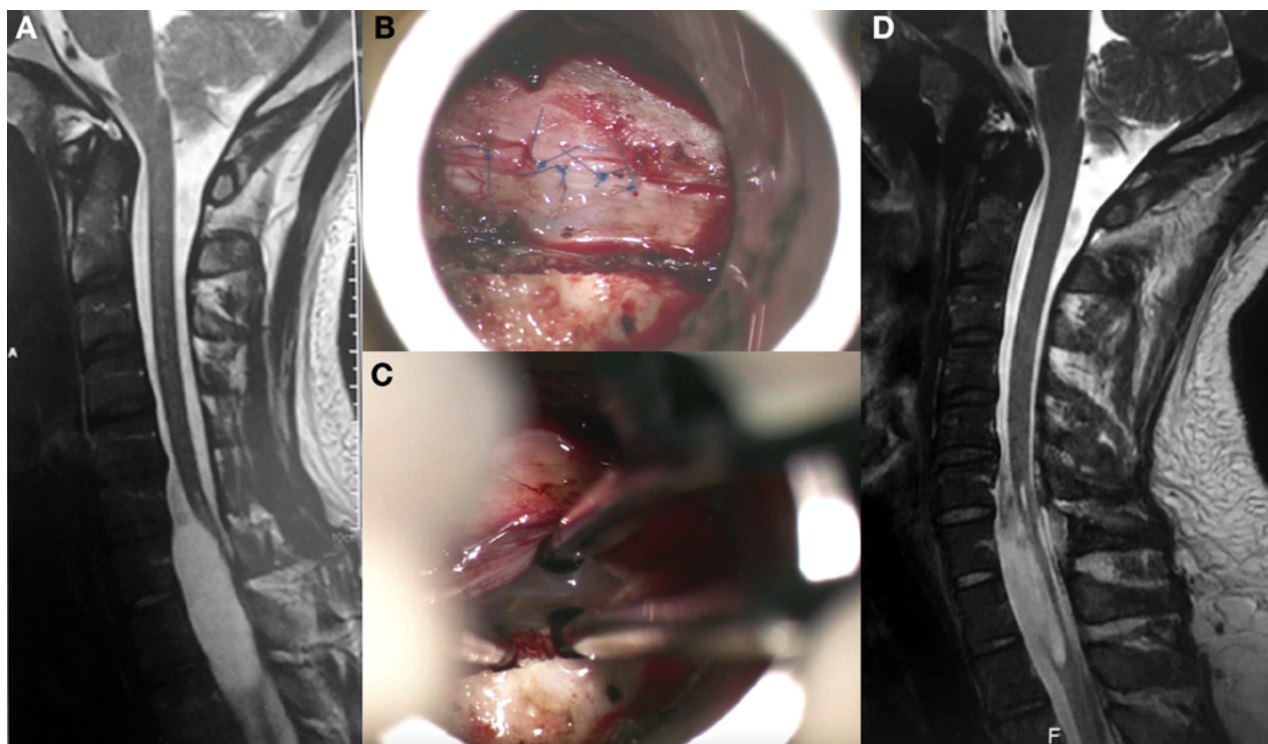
Imágenes preoperatorias e intraquirúrgicas del caso ilustrativo. A) Corte sagital de RMN cervico-dorsal que evidencia lesión quística intradural C7-T2 con componente extramedular en polo superior e intramedular en su polo inferior. B) Exposición intraquirúrgica de lesión quística, de aspecto nacarado. C) Imagen intraquirúrgica final concluido el cierre dural hermético mediante 5 puntos separados con nudo extracorpóreo. D) Corte sagital de RMN realizada a las 48 hs. post operatorias que evidencia correcta fenestración quística, sin efecto de masa.
